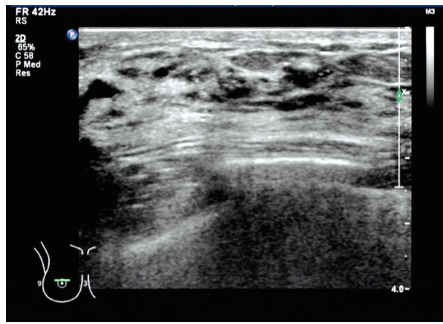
超声示乳腺导管内癌患者(女,51岁)右侧乳腺内象限见多个弥漫性分布点状强回声,不伴声影,边界不清,未见明显局限性肿块
